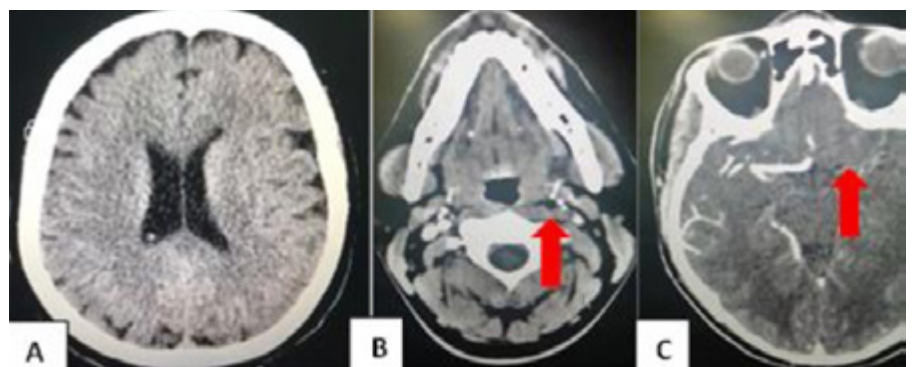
ASPECTS 8/10 en TC inicial por compromiso de ínsula y lenticular izquierdos. (A) Angio-TC cervical; (B) craneal; (C) No se aprecia la Arteria Carótida Interna (ACI) ni la Arteria Cerebral Media (ACM) izquierdas (flechas).
